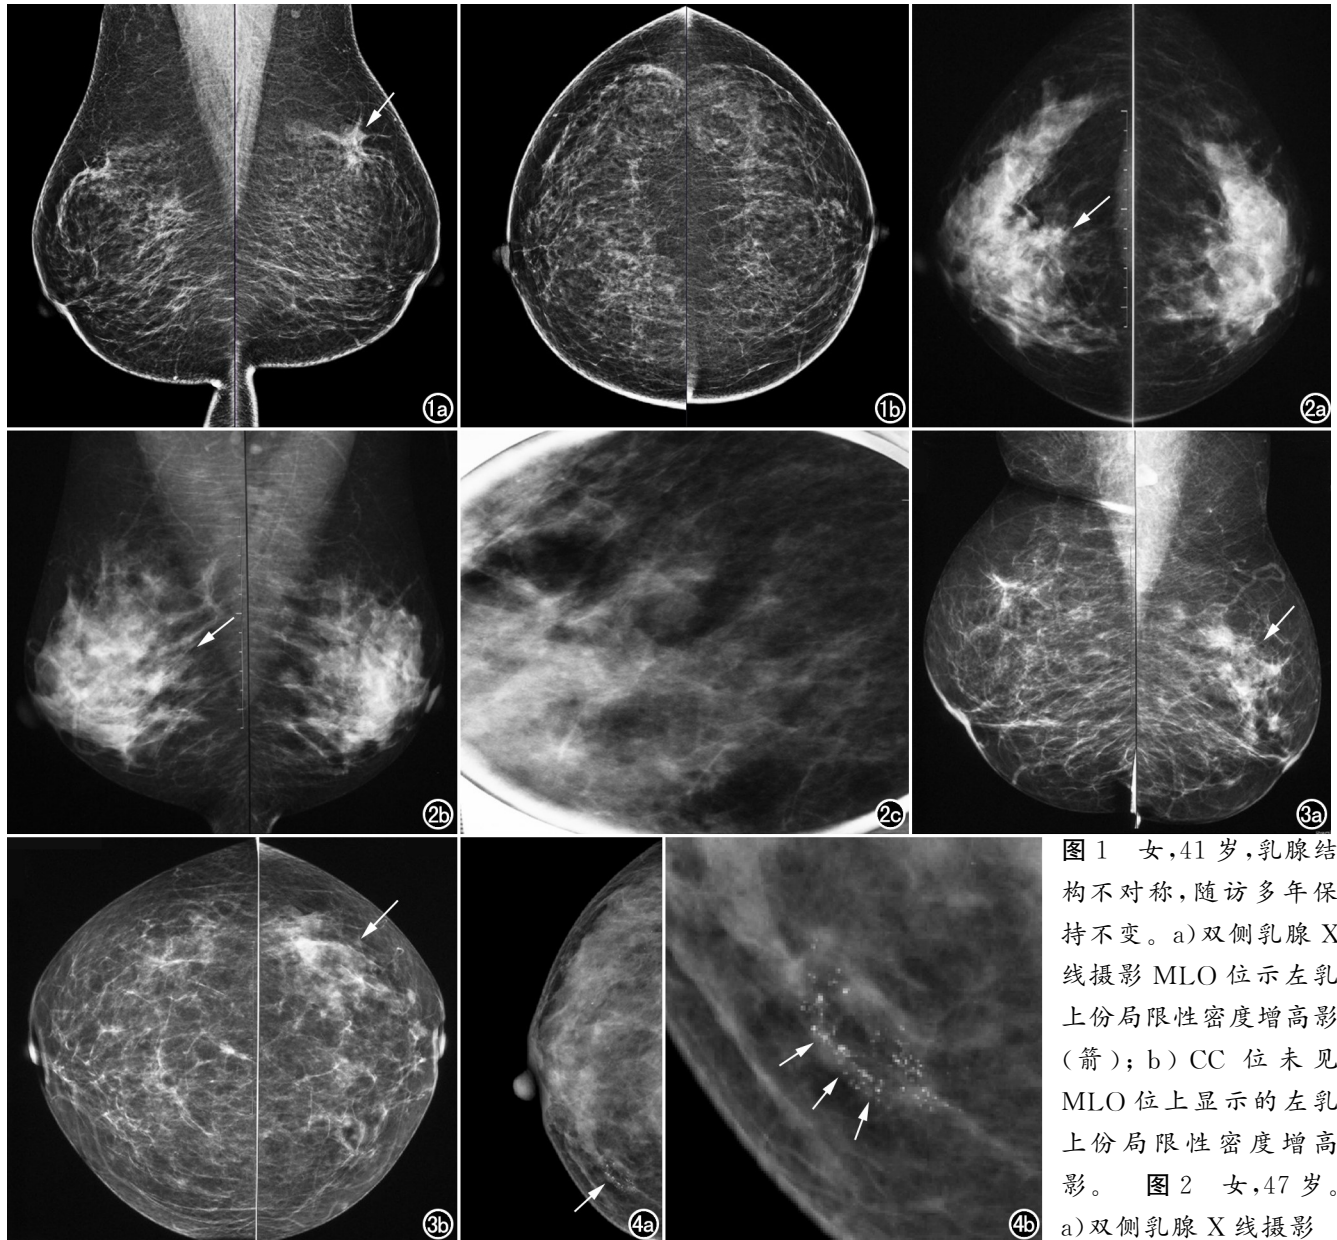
女,41岁,乳腺结构不对称,随访多年保持不变。a) 双侧乳腺X线摄影MLO位示左乳上份局限性密度增高影(箭); b) CC位未见MLO位上显示的左乳上份局限性密度增高影。图2 女,47岁。a) 双侧乳腺X线摄影
